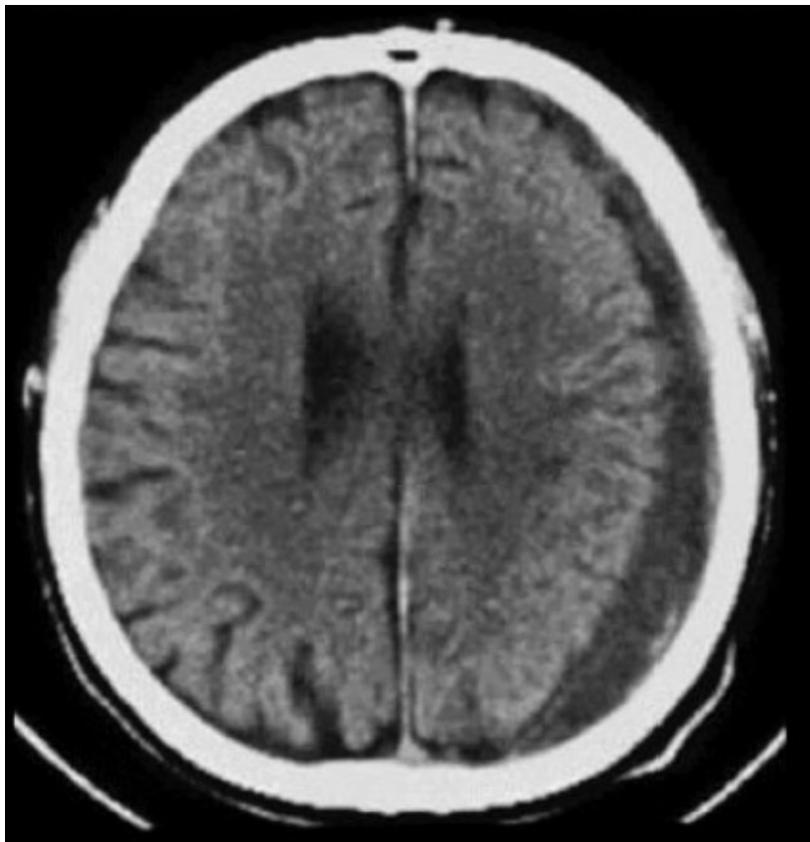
Hematoma subdural crônico por tomografia computadorizada.
